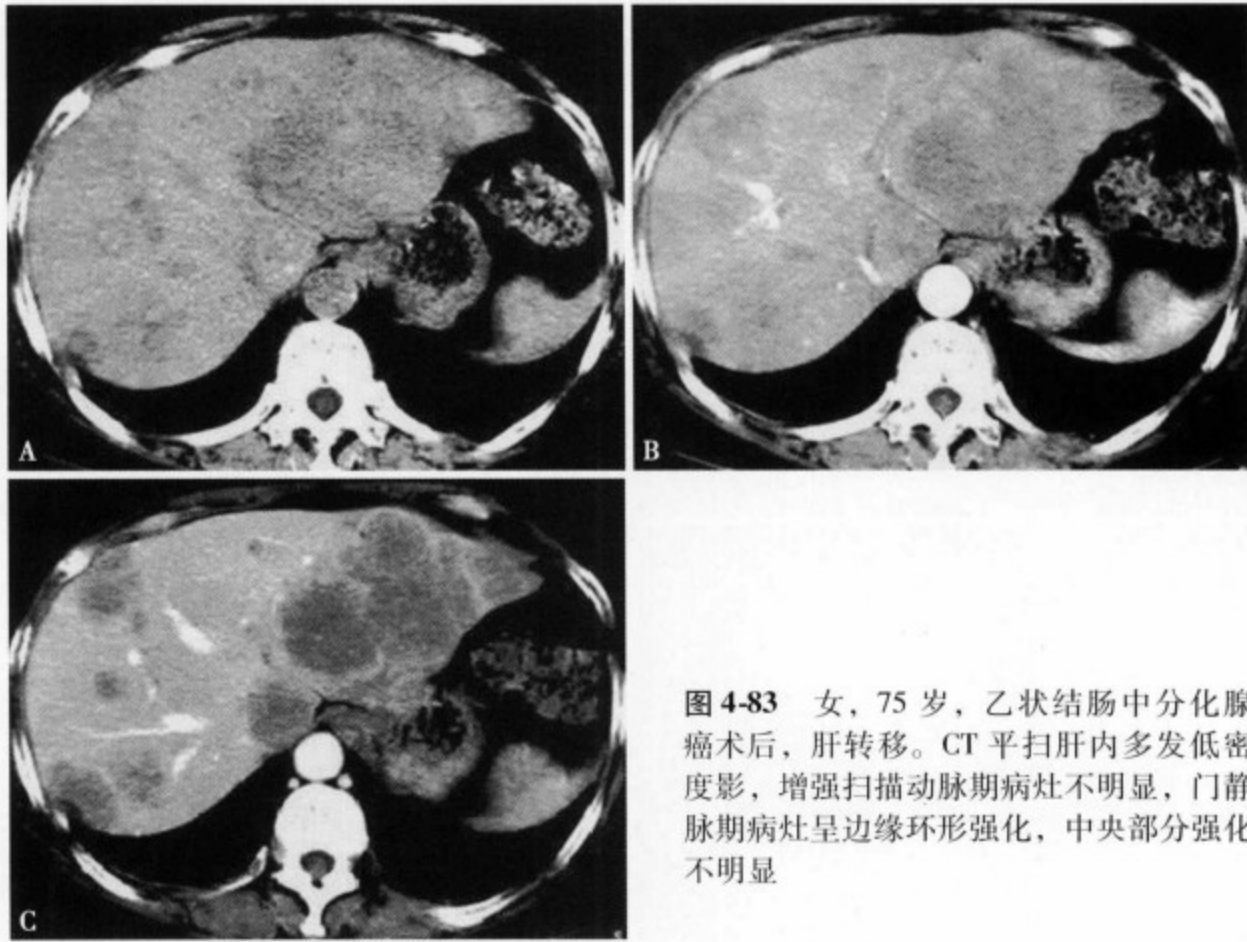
女, 75岁, 乙状结肠中分化腺癌术后, 肝转移。CT平扫肝内多发低密度影, 增强扫描动脉期病灶不明显, 门静脉期病灶呈边缘环形强化, 中央部分强化不明显
